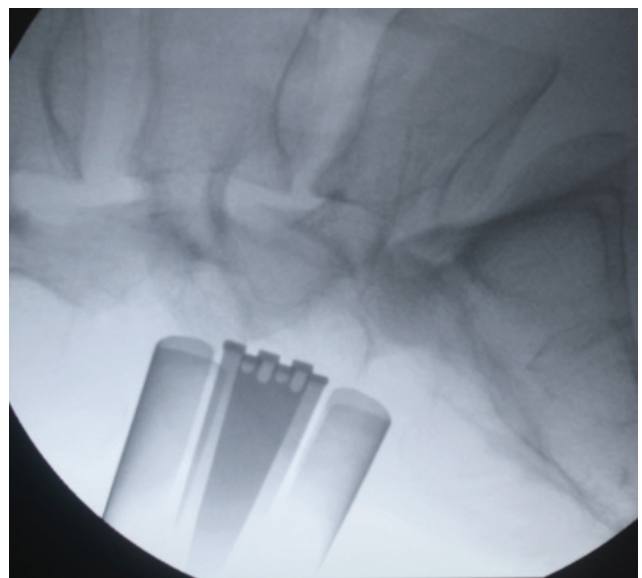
Тубулярный ретрактор (Quadrant®, Medtronic) – внешний вид и визуализация на рентген С-дуге
